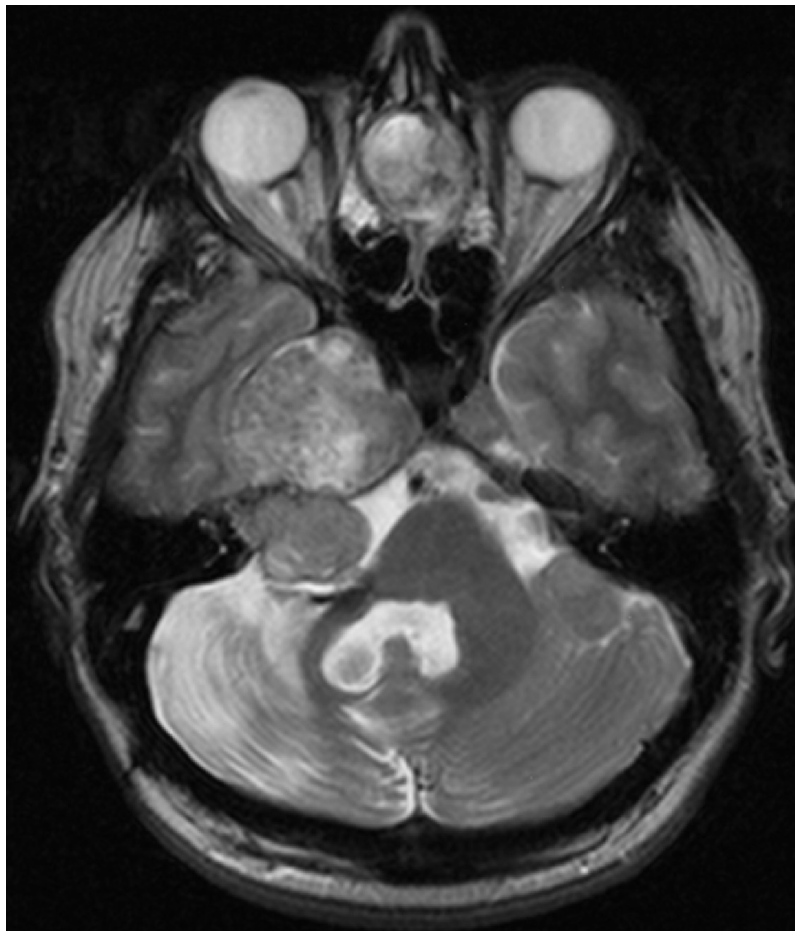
Множественные невриномы (болезнь Реклингхаузена). МРТ.
